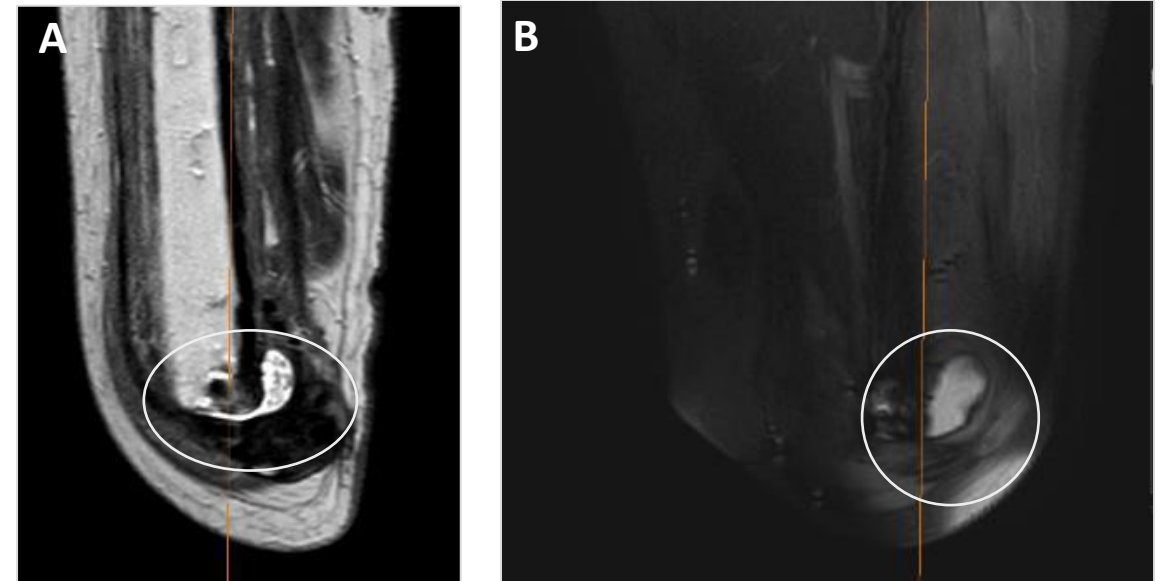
Cortes coronales de RM en A) secuencia T2 y B) secuencia T2 saturación grasa . Colección de bordes bien definidos hiperintensa y contenido homogéneo en relación con seroma (círculos).
